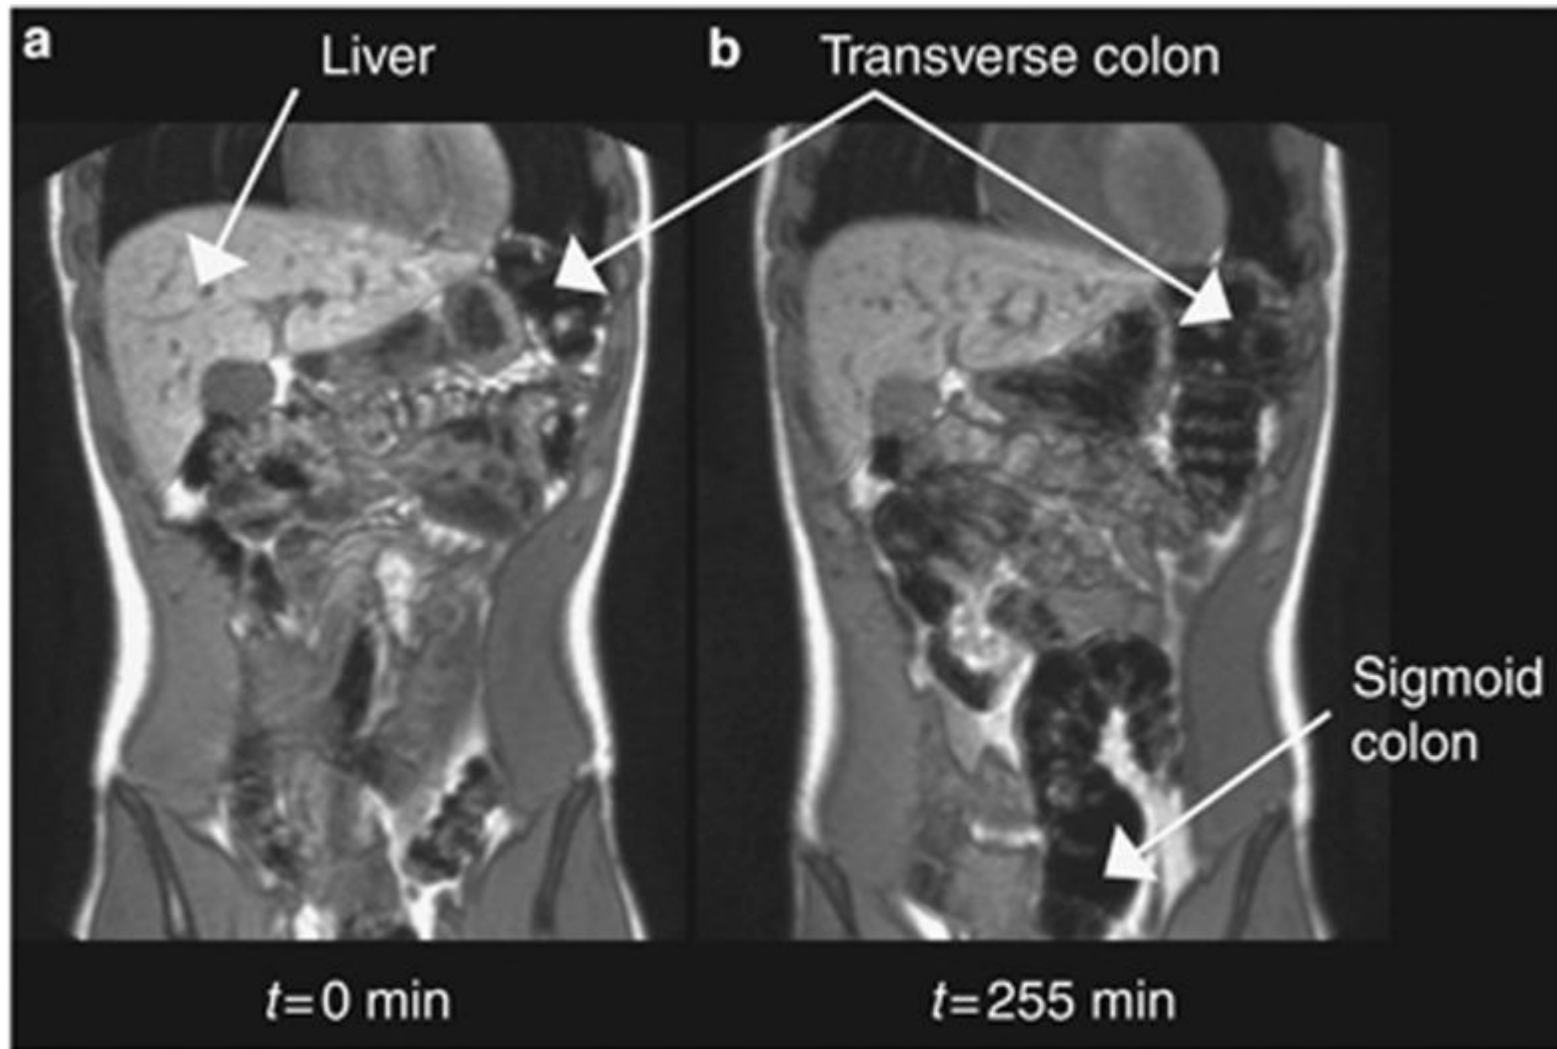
MRT-Bilder, die den Luftgehalt (schwarz) im Dickdarm darstellen, a) vor und b) 255 min nach Einnahme von 40g Fruktanen (Inulin) gelöst in 500 ml Wasser (6)
